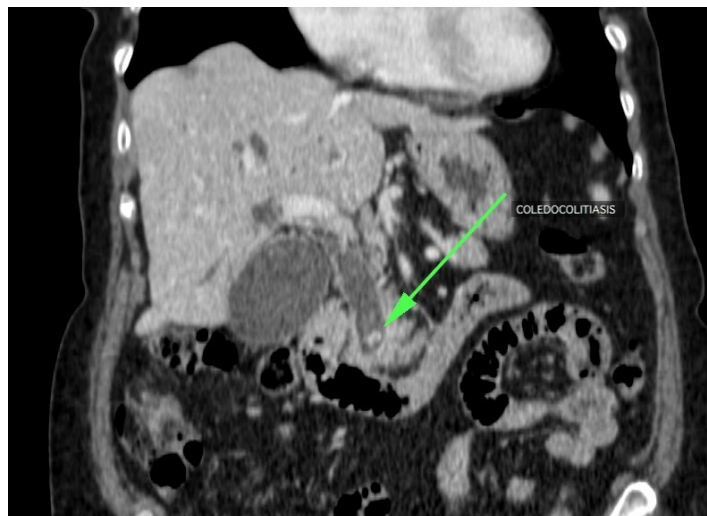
Coledocolitiasis por TC en corte coronal¹⁴.
